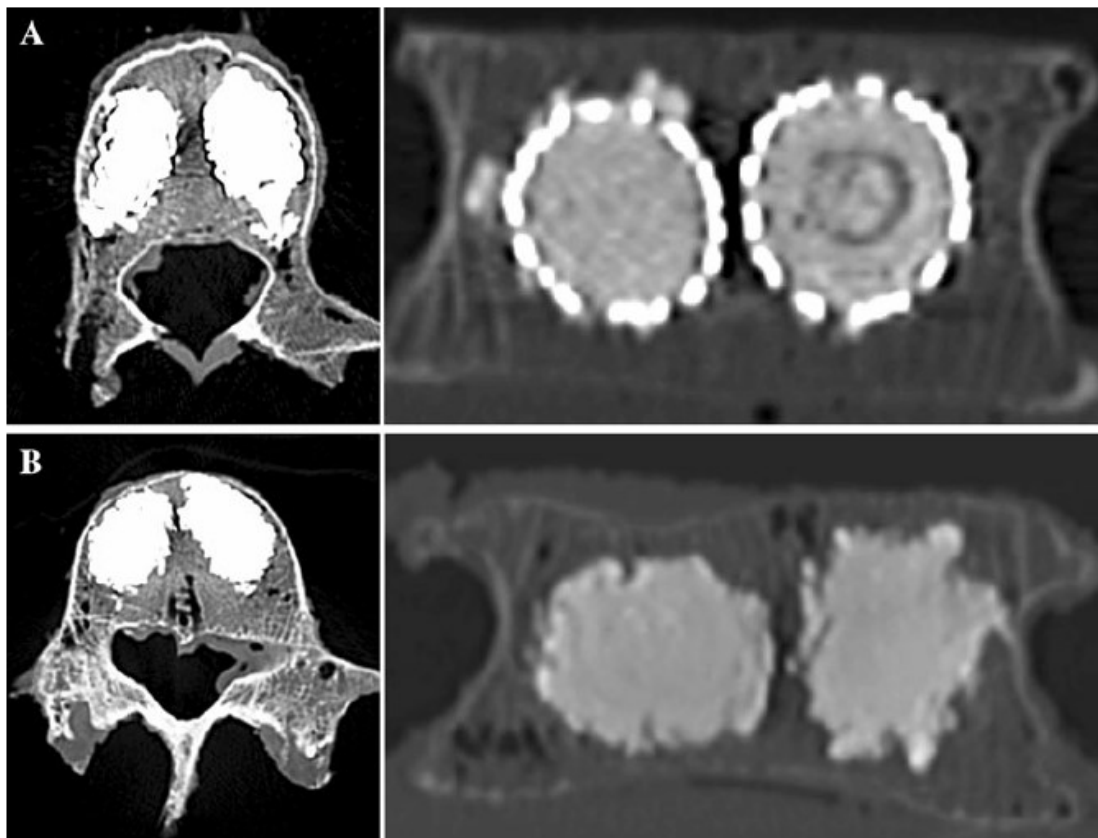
Repräsentative axiale und coronare CT-Schnitte nach Wirbelkörperaugmentation; a) VBS, b) BKP. (Quelle: Rotter et al. [96])
